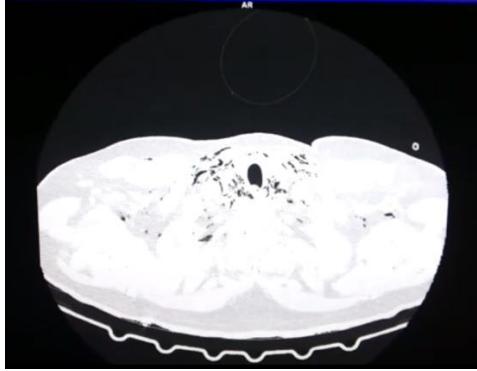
Tomografia de tórax com opacidades em vidro fosco bilaterais e ar delineando o mediastino médio, caracterizando pneumomediastino.
